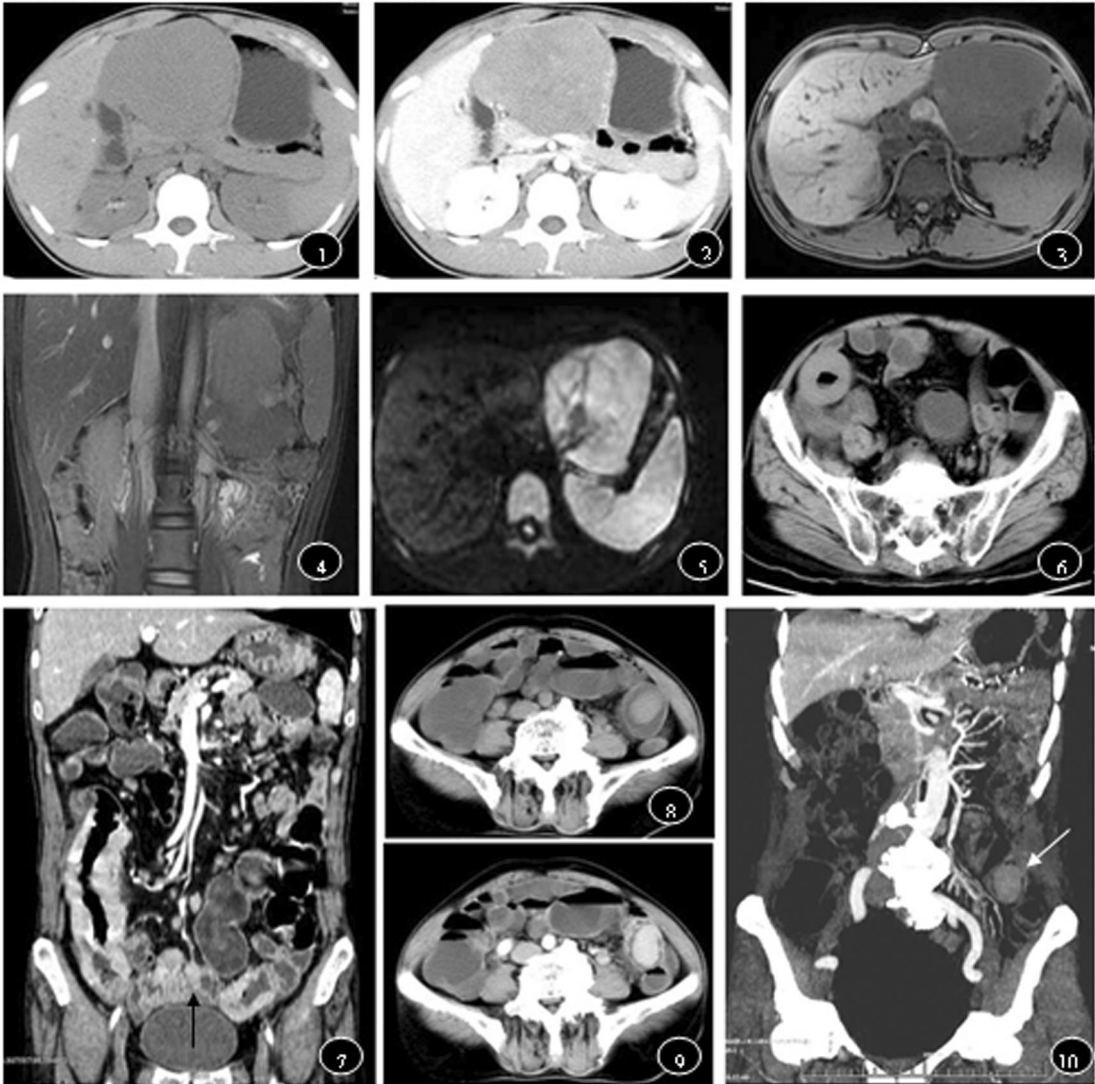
~5 为胃 NHL,图 1CT轴位平扫显示胃体部粘膜下团块样增厚,密度均匀。图 2 CT增强后显示肿瘤轻度均匀强化,粘膜清晰如常,浆膜层光滑。图 3~5 分别为 MRI横断位 T1WI冠状位 T2WI横断位 DWI,肿瘤表现为 T1WI低信号, T2WI稍高信号, DWI高信号。图 6~7 小肠动脉瘤样扩展型淋巴瘤,图 6 CT平扫显示回肠远端肠壁明显增厚,最厚处约 1.7cm, CT值 41.4HU。图 7 增强冠状位 MPR重建,病灶中度强化,同时显示远端回肠多节段肠壁增厚(黑箭),并见肠系膜多发淋巴结显示。图 8~10 乙状结肠 NHL,图 8CT平扫显示肿块向肠腔内息肉样突入,密度均匀,边缘光整。图 9 CT增强肿块均匀强化图 10 MIP冠状位重建,显示肿块更加直观(白箭)。
